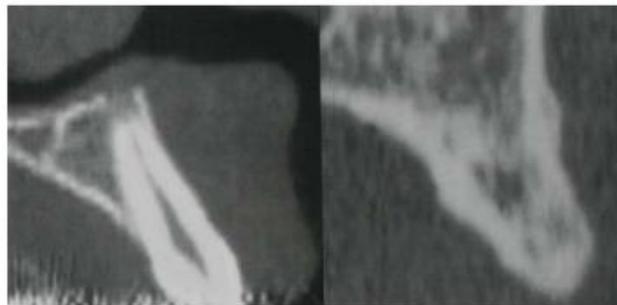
Coupes tomographiques obliques du secteur antérieur maxillaire avant et après extraction
